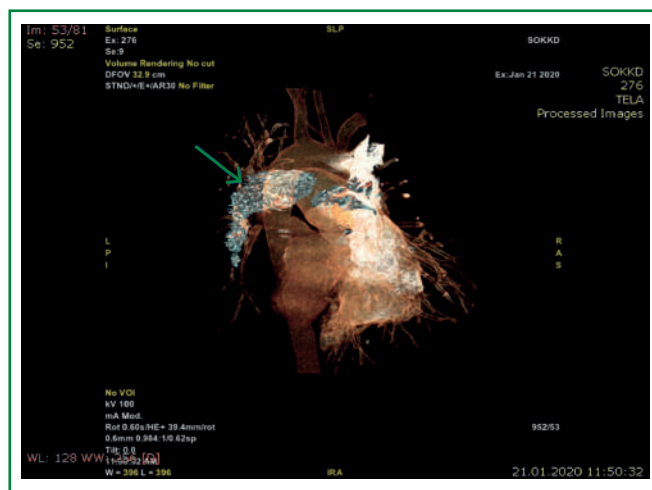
3D — КТ грудной полости от 21.01.2020. Стрелкой указан дефект наполнения левой легочной артерии
